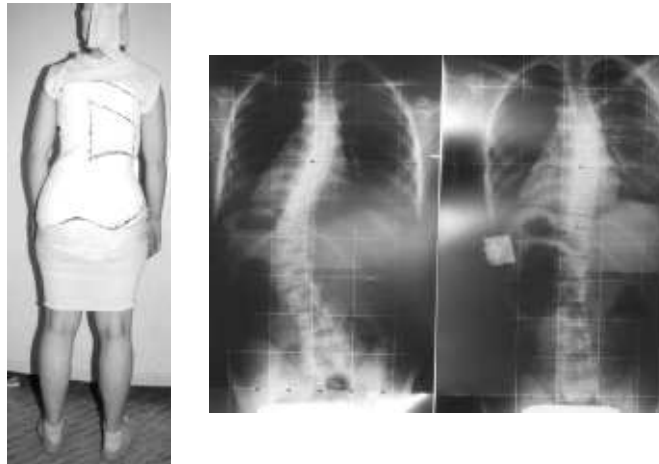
Gesso di Risser per una scoliosi toraco-lombare, le radiografie mostrano la correzione ottenuta (si può ben vedere il cuneo di spinta radiopaco)
